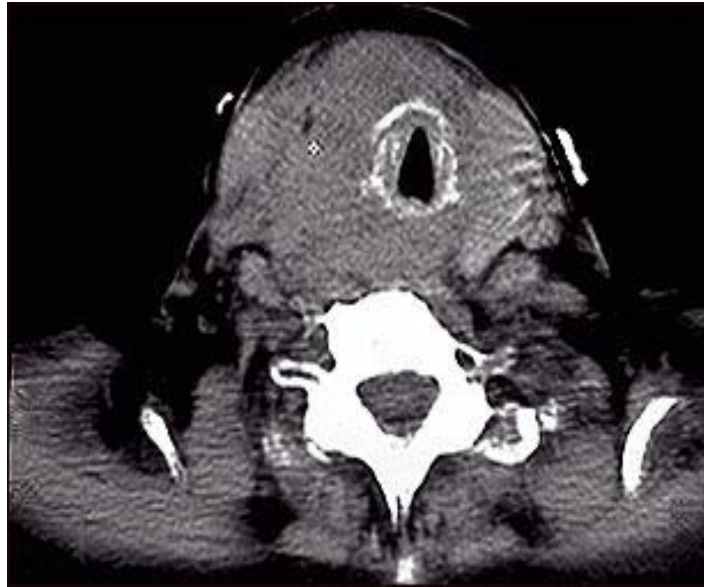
Tomografía computarizada de cáncer de tiroides. Tomografía computarizada de un tumor en la garganta, consecuencia de un cáncer tiroideo. Este tumor ha rodeado, constreñido y desplazado la tráquea.
